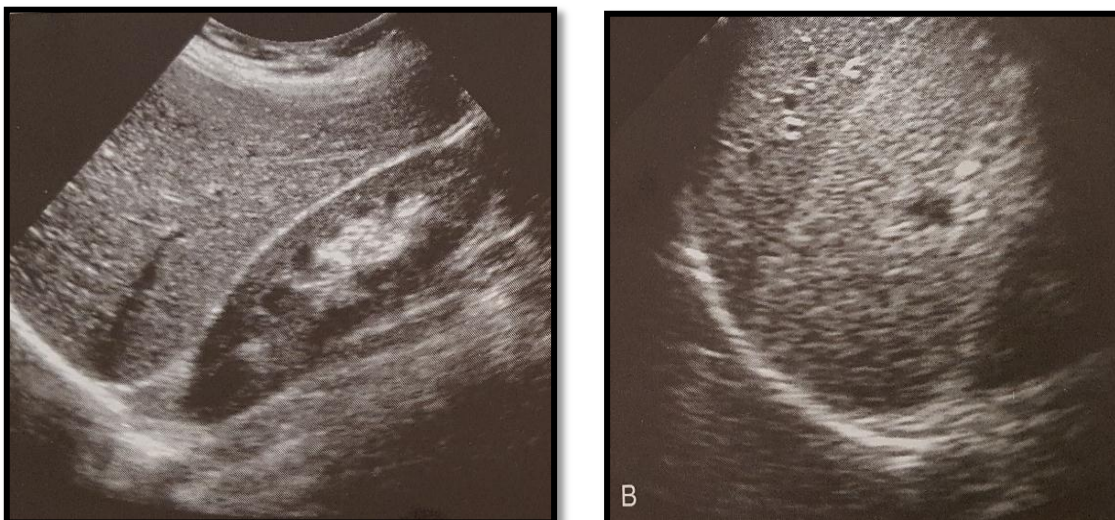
Ecogenicidad hepática normal. Ha, El hígado es más ecogénico que la corteza renal. B, El hígado es menos ecogénico que el bazo. Tomado de: Rumack, C. M., William, C. J., Wilson, S. R., Levine, D. (2014). *Diagnostico por ecografía*. Madrid, España: Marbán.
